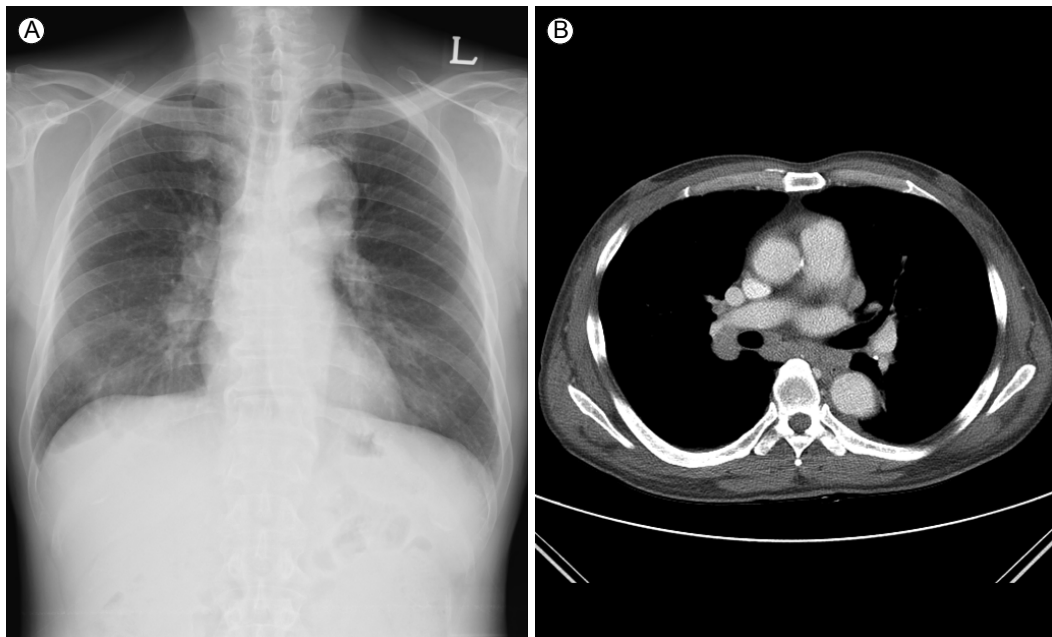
Chest x-ray and computed tomography scan reveal enlarged lymph nodes in both hila.
